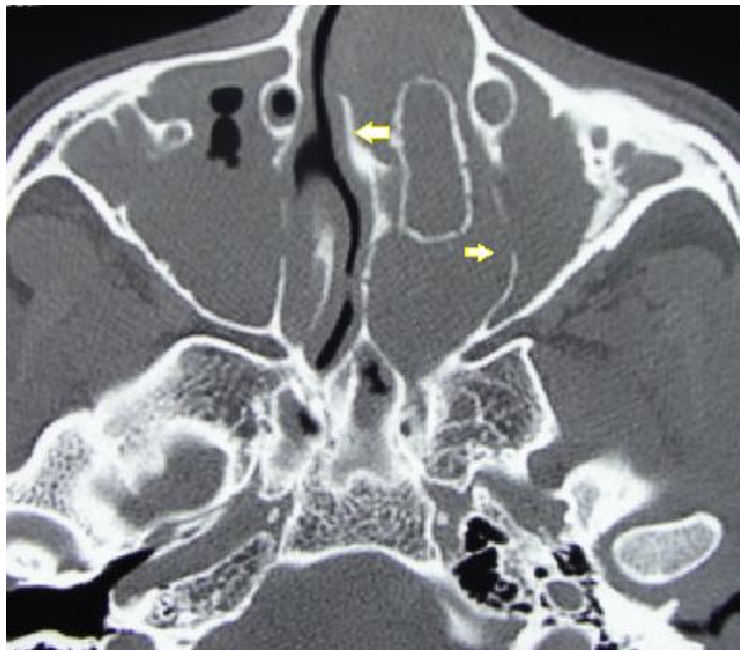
TDM massif facial en coupe axiale fenêtre osseuse qui objective élargissement de la fosse nasale en soufflant le mur latéro nasal (flèche →) et en déviant la cloison nasale (flèche←) [Imagerie du CHU HassanII].
